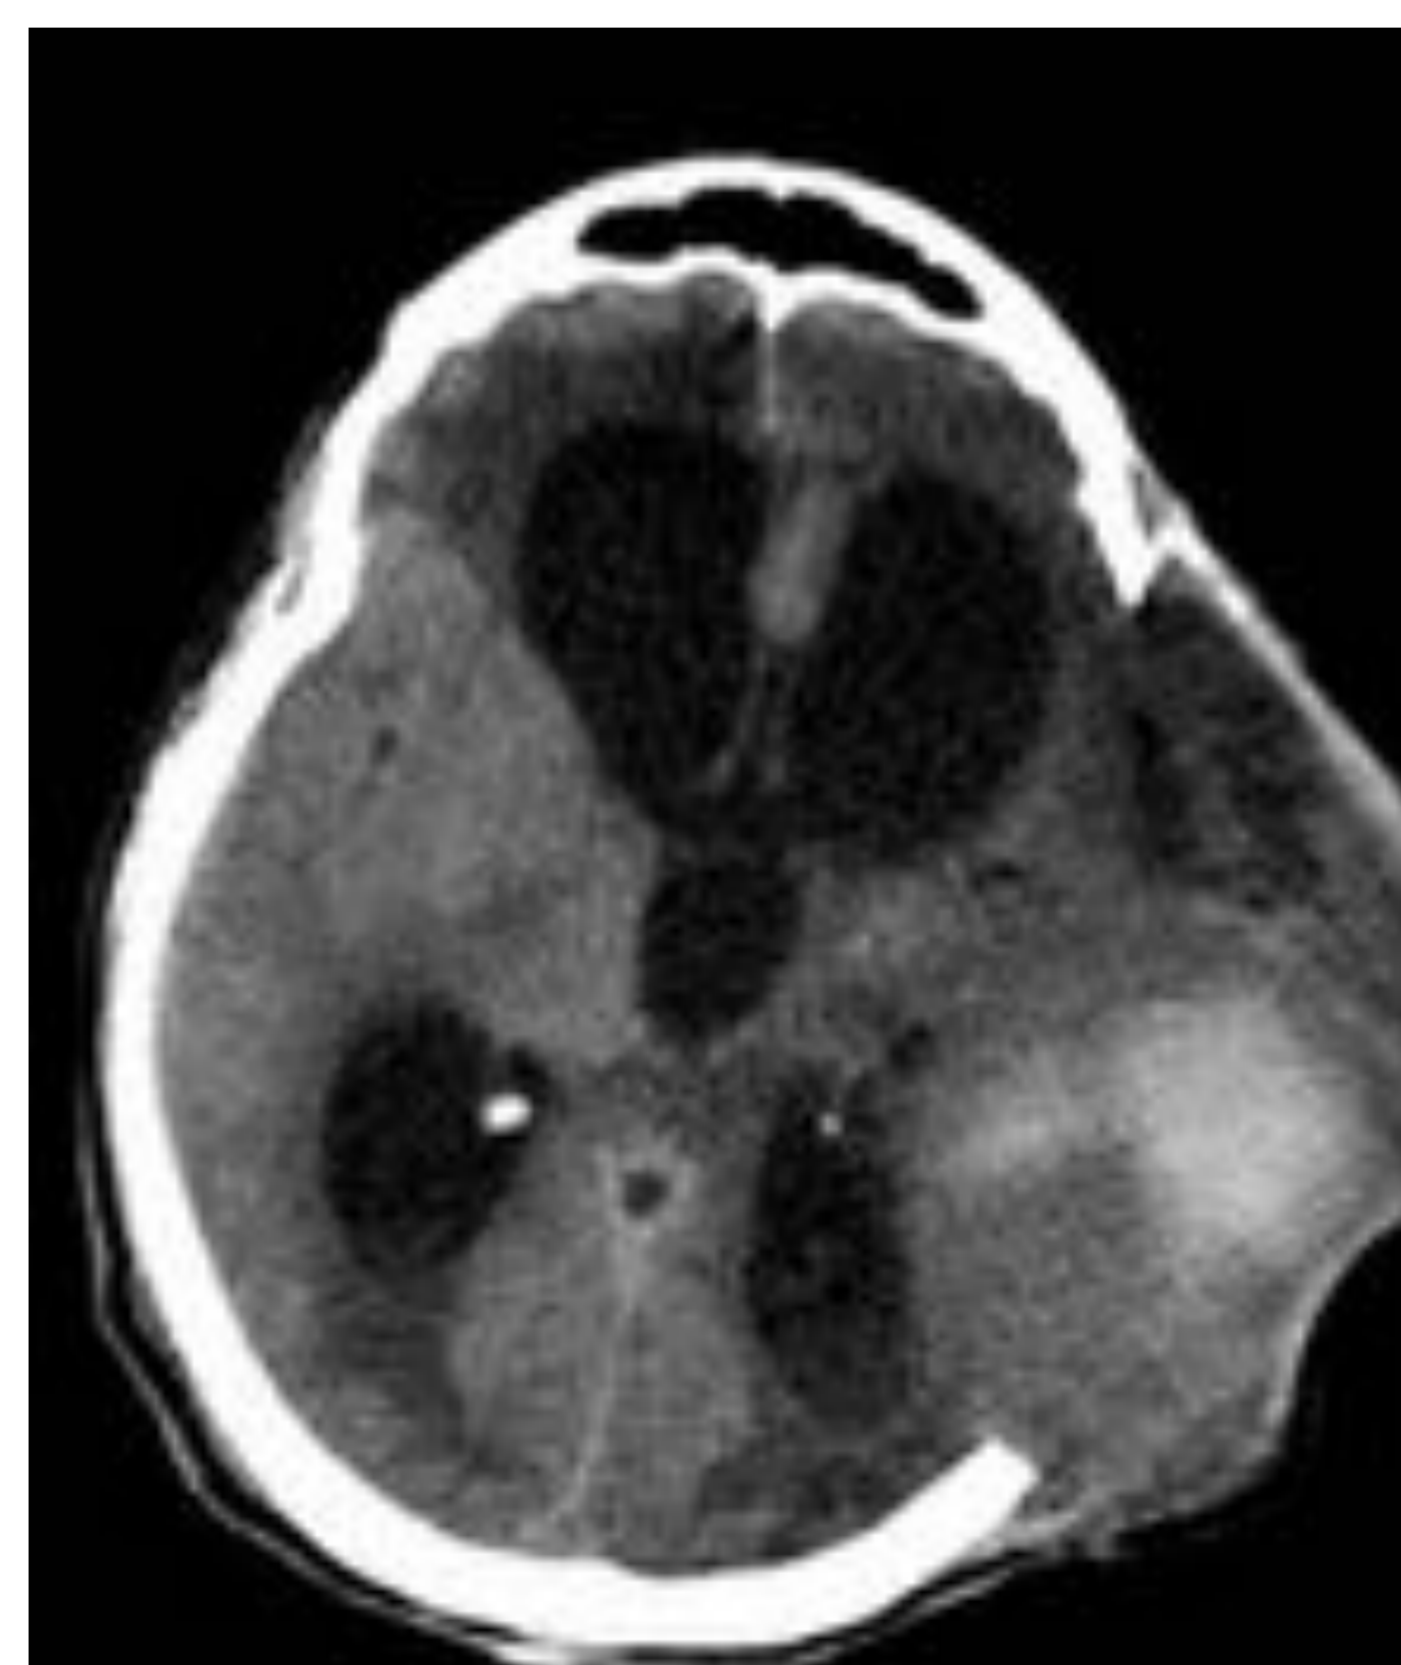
(corte axial TC). Craniectomía descompresiva con hernia externa; dilatación ventricular secundaria a la compresión de las vías de circulación del LCR.
